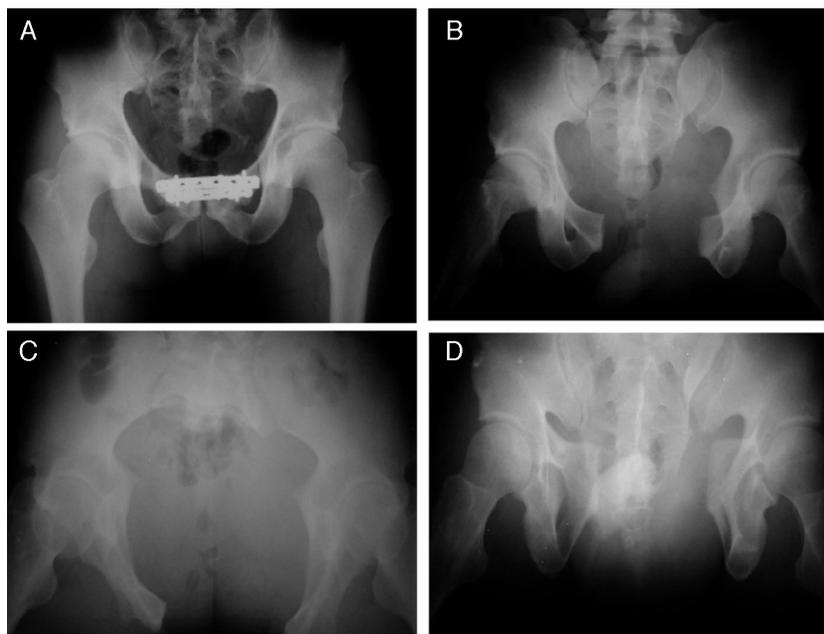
Radiografias de fratura do anel pélvico. (A) Fratura de pelve tipo B de Tile, radiografia de frente. Imagem do arquivo do Grupo de Quadril do DOT-ISCMSp; (B) Fratura de pelve tipo B de Tile, radiografia inlet. Imagem do arquivo do Grupo de Quadril do DOT-ISCMSp; (C) Fratura de pelve tipo B de Tile, radiografia outlet. Imagem do arquivo do Grupo de Quadril do DOT-ISCMSp; (D) Fratura de pelve tipo B de Tile, radiografia pós-operatória. Imagem do arquivo do Grupo de Quadril do DOT-ISCMSp.
